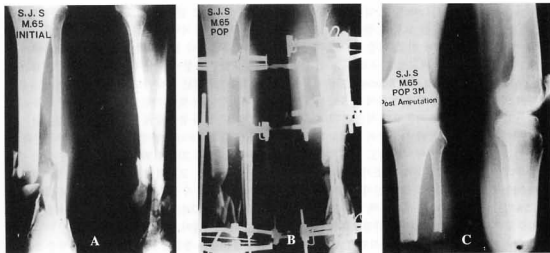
The initial roentgenogram of type IIIc open tibial comminuted fracture of a 65-year-old male.
